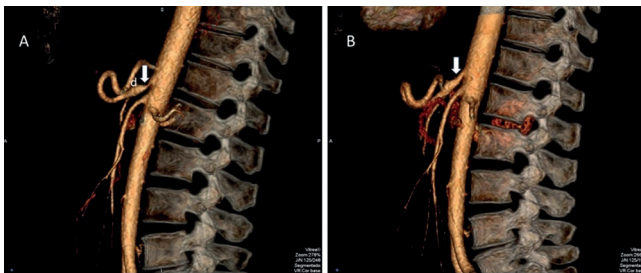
A) Angiotomografia do abdome evidenciando estenose intensa do segmento proximal do tronco celiaco (seta) causada pela compressão extrínseca do ligamento arqueado mediano e dilatação pós-estenótica é também mostrada com a letra "d"; B) tronco celiaco normal (seta) é evidenciado após secção do ligamento arqueado mediano no lado direito.
